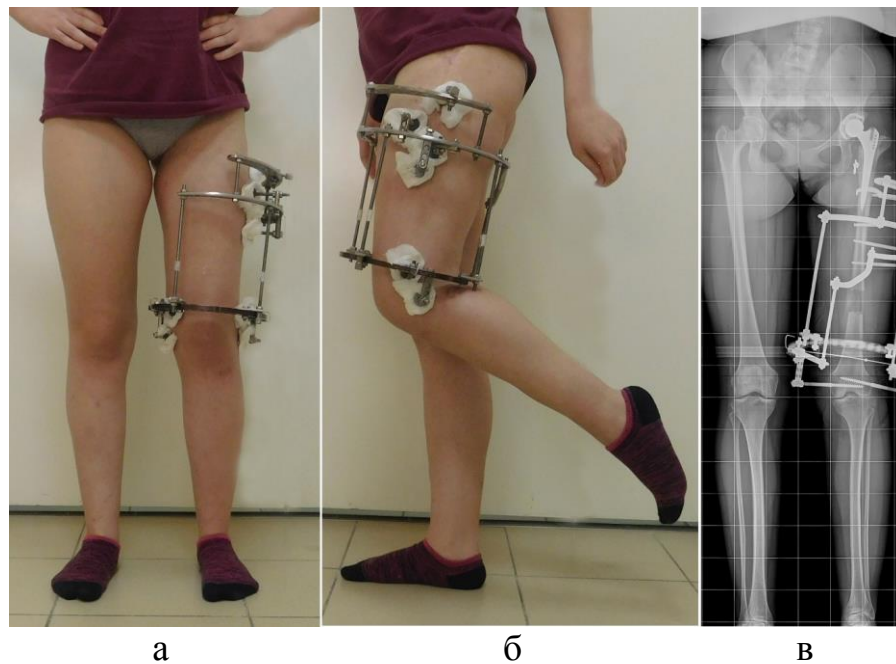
Пациентка А. в начало фазы фиксации. а – внешний вид конечностей; б – функция коленного сустава; в – рентгенограмма нижних конечностей.
